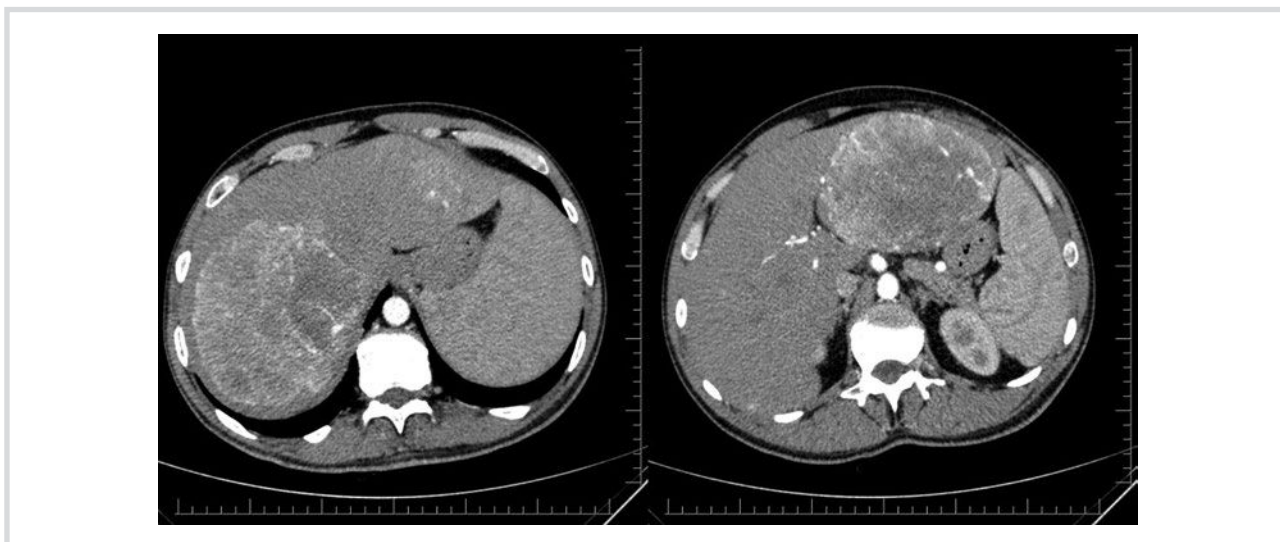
МСКТ брюшной полости: артериальная фаза (описание в тексте).
